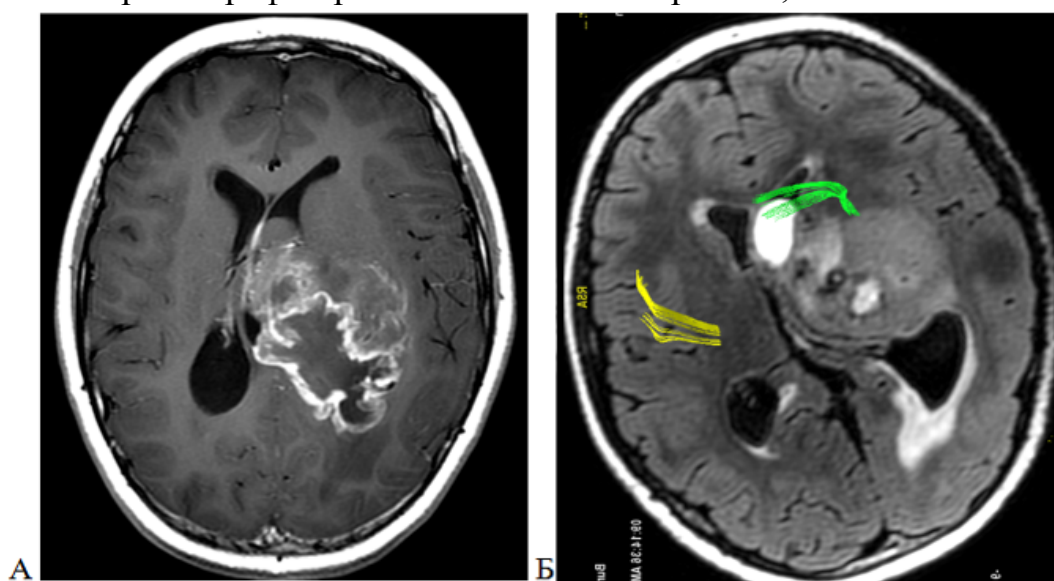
Диффузная срединная глиома, Н3 К27-мутантная, WHO grade 4, задних отделов таламуса слева. А – МРТ головного мозга, T1-последовательность с контрастным усилением в аксиальной проекции. Опухоль крупных размеров, содержит некроз; Б – стандартная МР-трактография, T2 Flair -последовательность в аксиальной проекции, 3D реконструкция. Волокна КСТ выделены зеленым и желтым цветом, тракт деформирован и смещен в антелатеральном направлении
